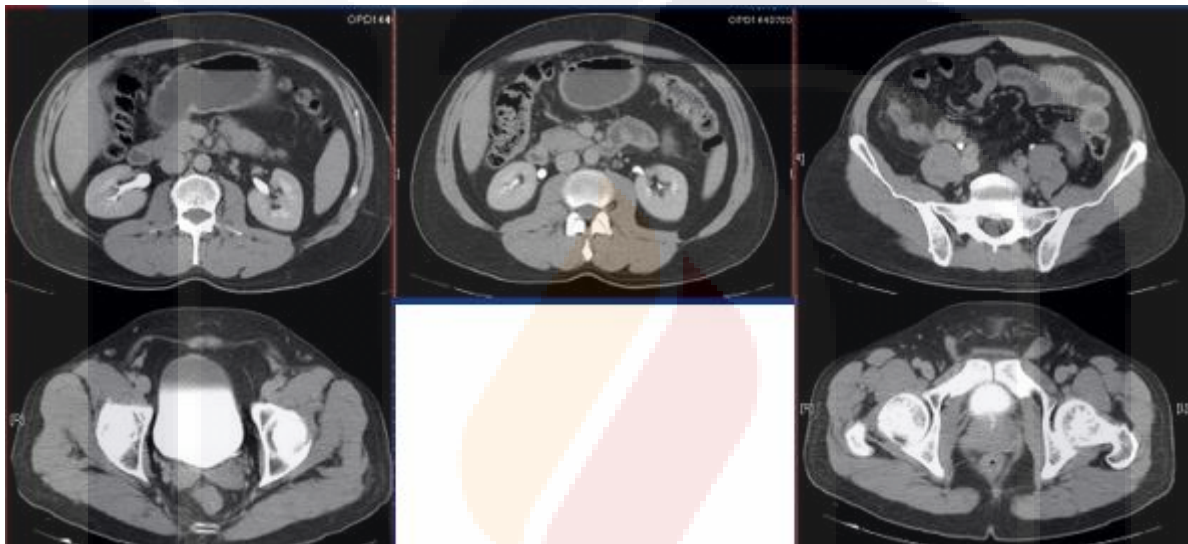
Tomografía en cortes axiales en fase excretora, donde se identifican defectos de llenado en trayecto ureteral, así como el contenido intravesical.
